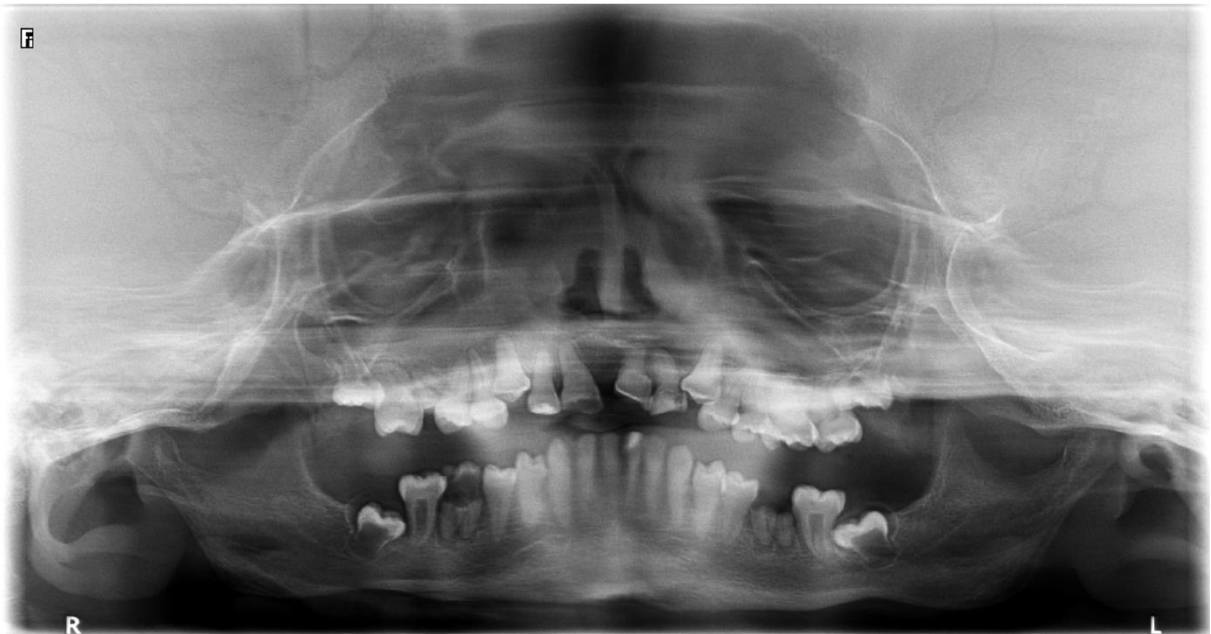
Radiografia panorâmica de uma paciente do sexo feminino de 15 anos de idade classificada com OI de severidade moderada.
